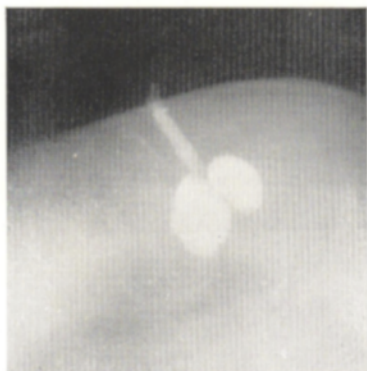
A e 14-B — Radiografias em duas incidências de ducto sangrante. Nota-se o ducto principal dilatado, terminando em duas cavidades císticas de contornos regulares.
